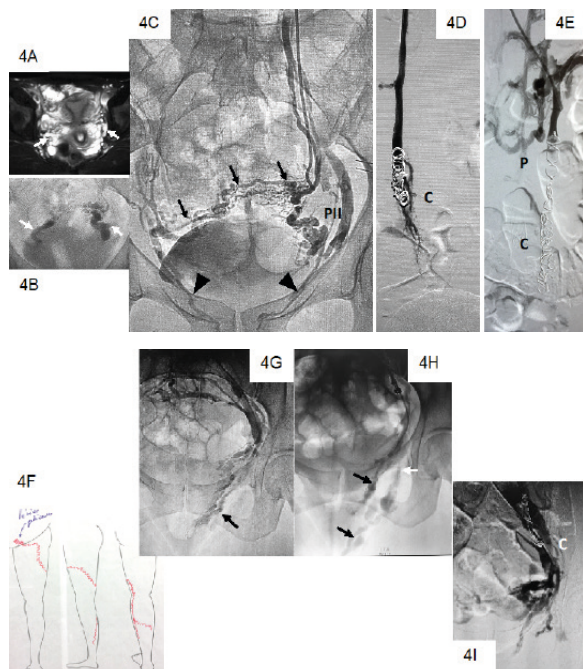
Mujer de 38 años y tres embarazos previos que desarrolla dolor pelviano congestivo, vórices vulvares y de MMII izquierdo a partir del 5to mes de la última gesta. En la foto 4A se confirman el varicocele útero-ovárico bilateral por RM y foto 4B FDGI (flechas blancas). Foto 4C: la flebografía de vena ovárica izquierda también muestra la conexión de las vórices útero-ováricas (VUO) bilaterales (flechas negras), hacia vórices vulvares bilaterales (cabeza de flecha) y vena pudenda interna izquierda (PII). Luego de ET de venas gonadal derecha (foto 4D) e izquierda (foto 4E) con coils (C), plug (P) y esclerosantes en sándwich, se observa la desaparición completa del varicocele bilateral. En la foto 4F se observa en el mapeo del EDC, las FPP desde venas pudenda interna y obturatriz izquierda hacia vórices superficiales de cara antero-lateral de muslo y posterior de pierna. Foto 4G; la flebografía pretratamiento confirma fugas de vena pudenda interna (flechas negras) y (foto 4H) obturatriz (flechas blancas) izquierdas insuficientes. Foto 4I; post-ET en sándwich con esclerosante y coils (C) y plug (P) se observa cierre de las fugas con estancamiento prolongado del contraste durante la Valsalva.
